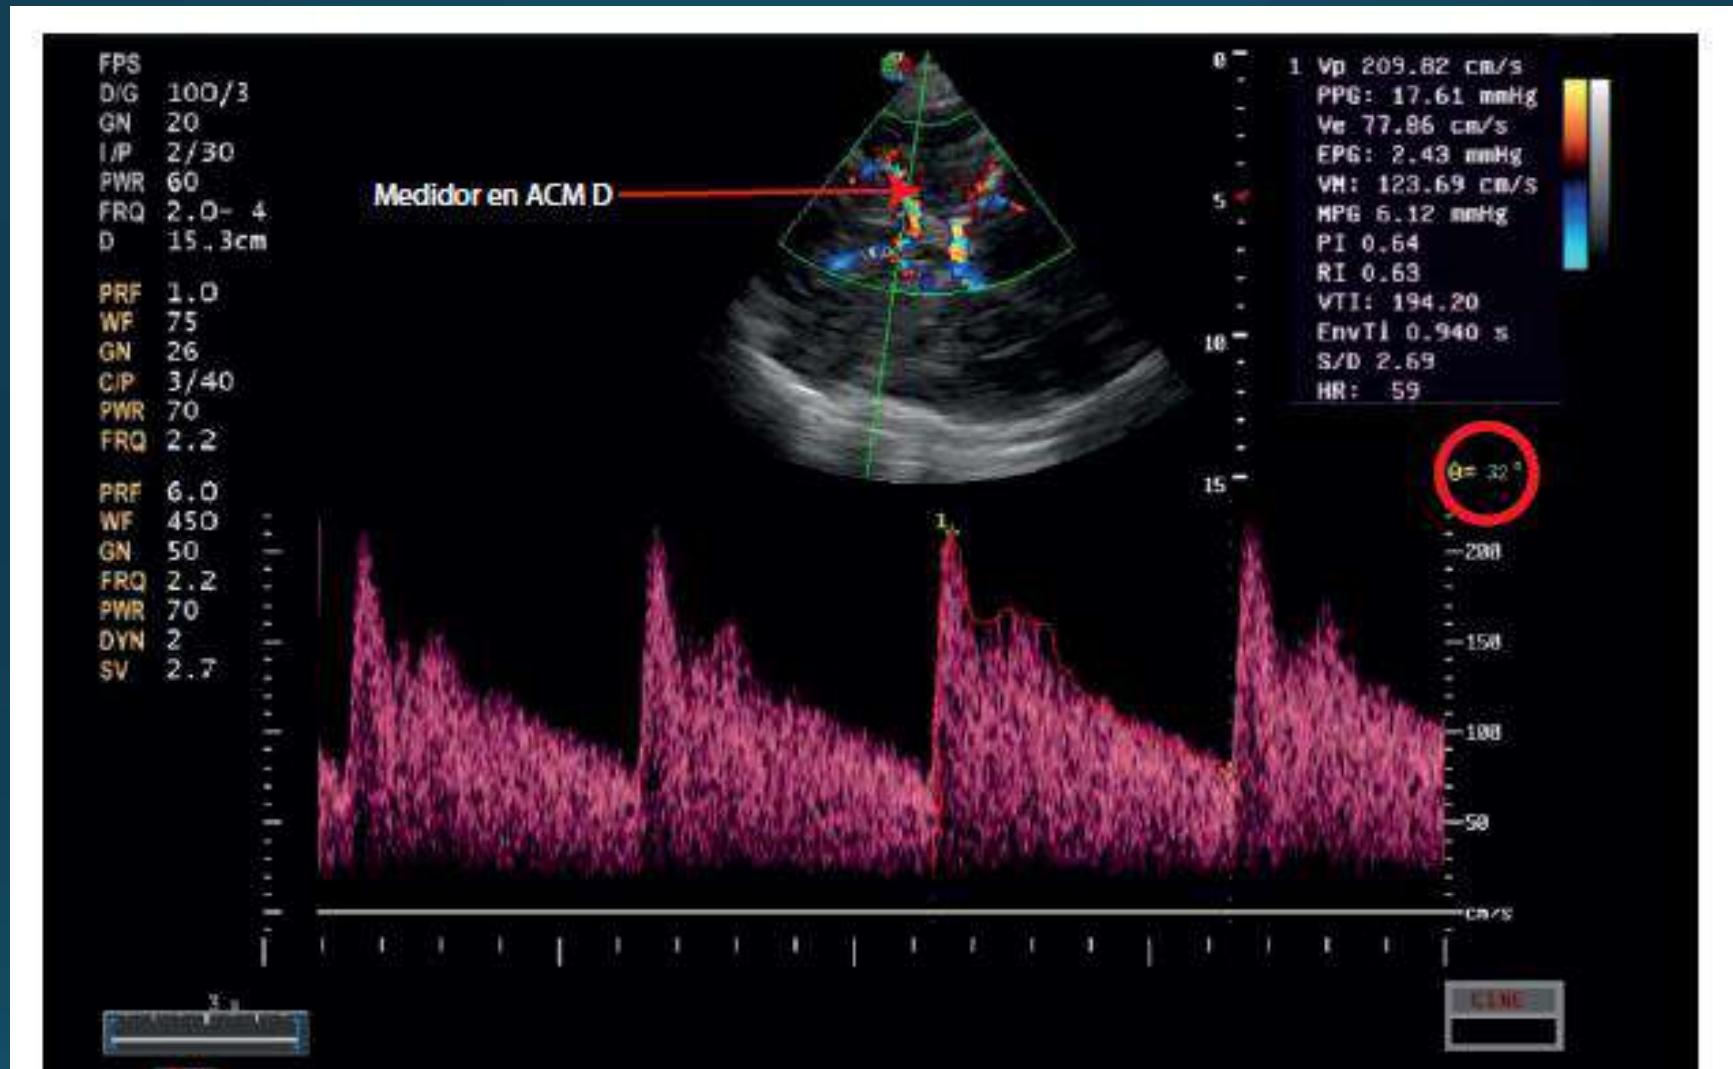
Imagen de doppler color y espectral. Arteria cerebral media derecha (ACMD). El círculo rojo marca el grado de angulación. El relieve de la onda espectral, también en rojo, permite el cálculo de velocidades e índices
